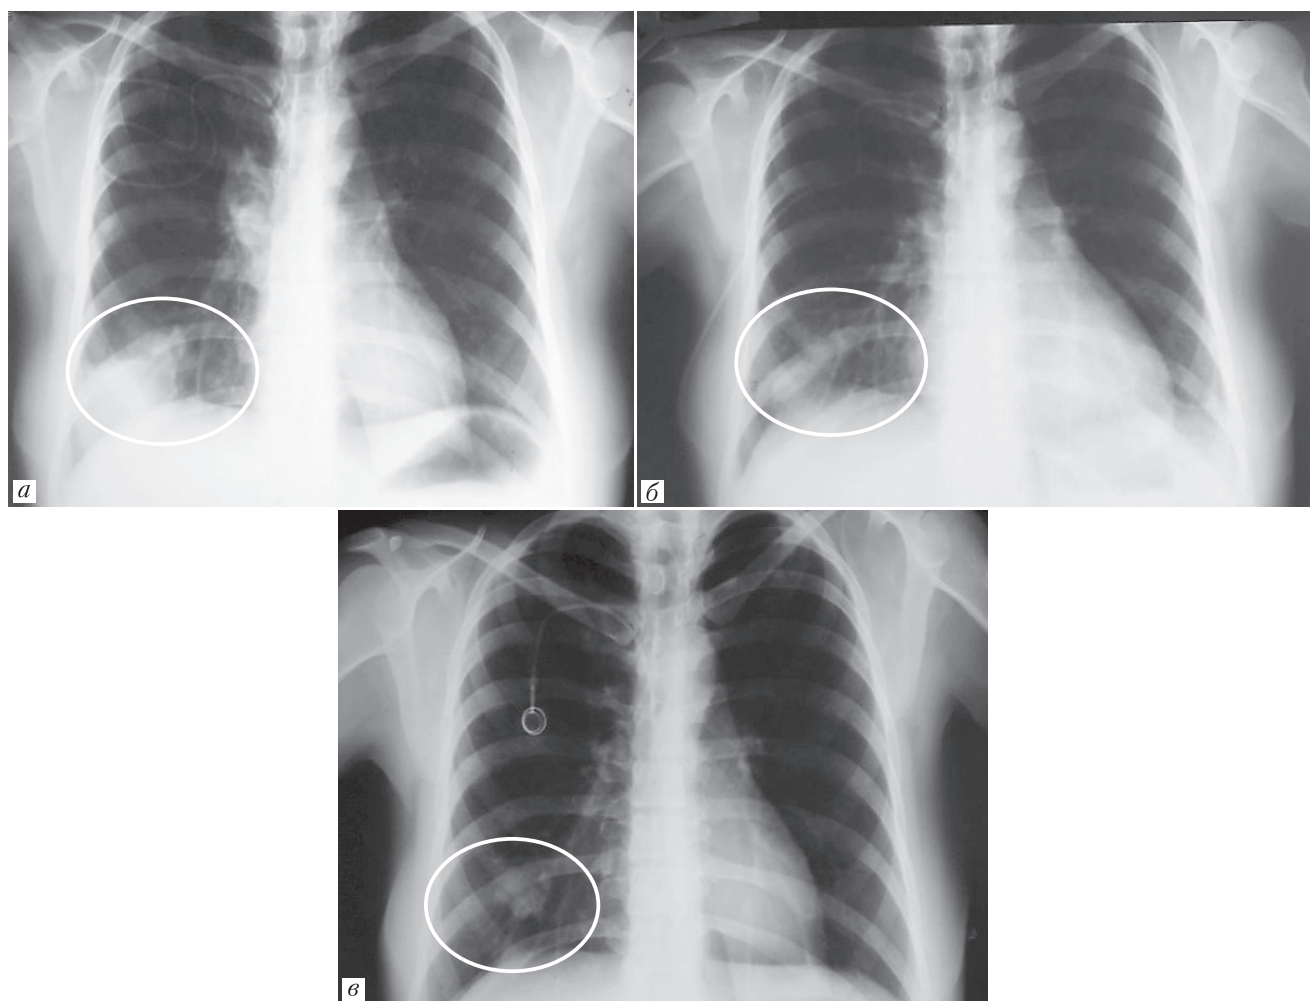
Рентгенограммы органов грудной клетки в динамике — уменьшение метастазов в легкие: *a* — от 29.03.2018; *б* — от 16.04.2018; *в* — от 23.05.2018
